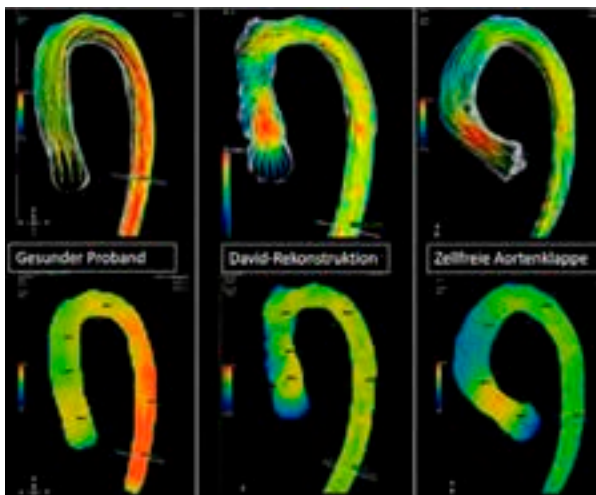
4D-Magnetresonanztomographische Darstellung des Blutflusses und der Wandspannung bei einem gesunden Probanden (linke Spalte); bei einem Patienten, bei dem die eigene Aortenklappe erhalten werden konnte durch eine sogenannte David-Operation (mittlere Spalte) sowie bei einem Patienten nach Aortenwurzelersatz durch eine zellfreie menschliche Herzklappe (rechte Spalte).
